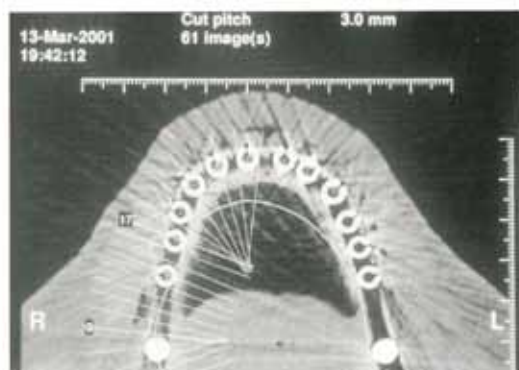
Valutazione tramite Dental-Scan: con la dima in situ viene eseguita una TAC, si potranno verificare così i siti predestinati ad accogliere le fixture implantari
